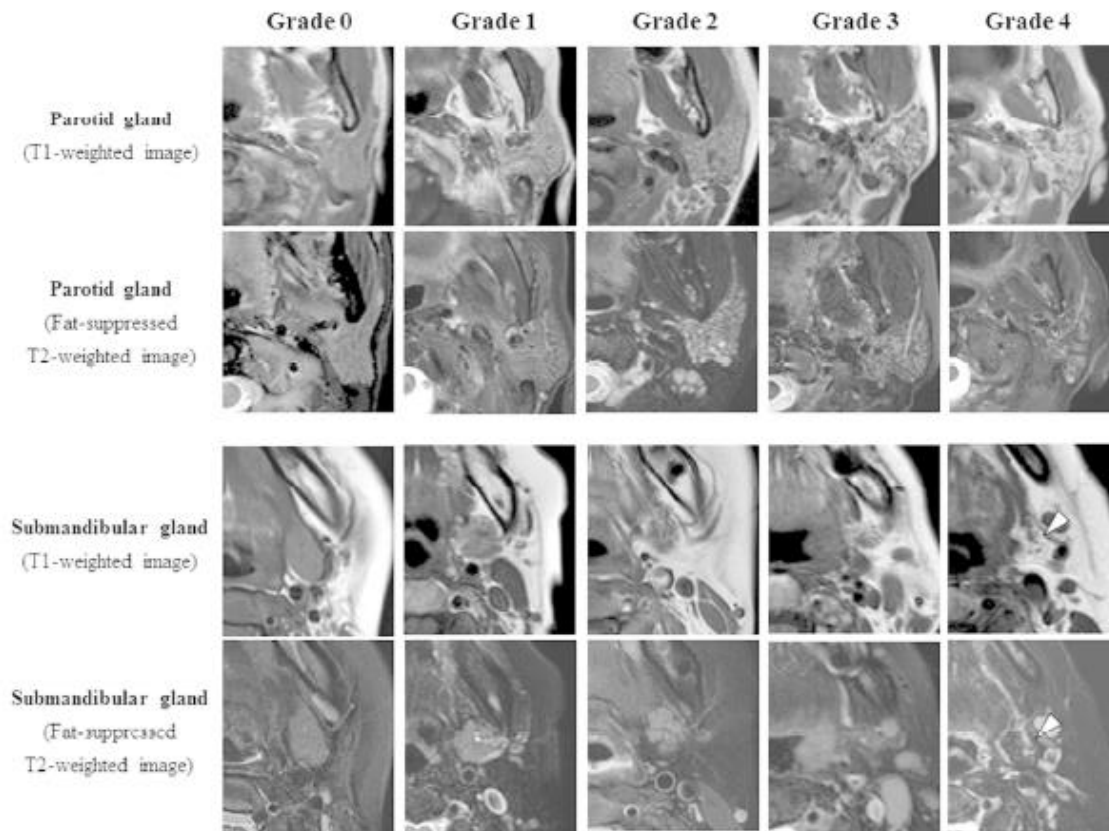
Grade of heterogeneous signal-intensity distribution on T1- and fat-suppressed T2-weighted images in the parotid and submandibular glands. Grade 0 (definitely normal: homogeneous), Grade 1 (probably normal: almost homogeneous), Grade 2 (probably abnormal: slight heterogeneous), Grade 3 (clearly abnormal: moderate heterogeneous), Grade 4 (definitely abnormal: severe heterogeneous). As the grade advances, the area of acinar tissue destruction with fat tissue infiltration expands in the parotid or submandibular gland: fat infiltration is observed as a very high signal-intensity area on T1-weighted images and as a very low signal-intensity area on fat-suppressed T2-weighted images. Severely atrophied submandibular gland (arrow heads) and parotid gland (almost displaced by fat tissue) were assessed as grade 4.
